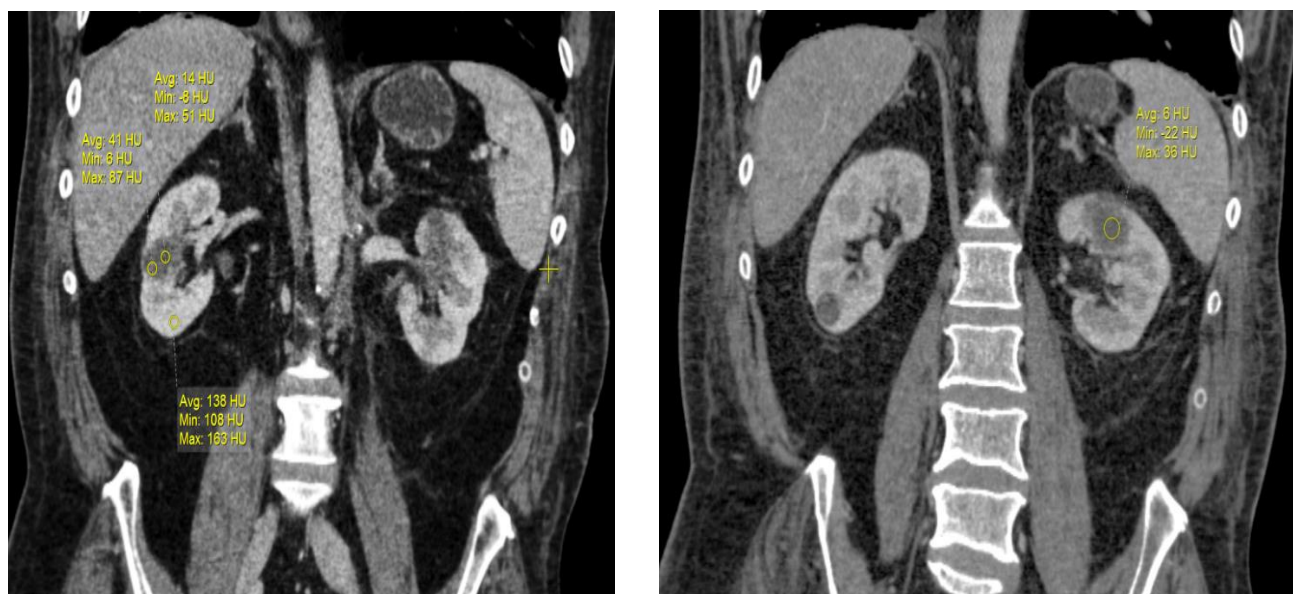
Метастазы рака легкого в передне-верхнем сегменте левой почки, передне-нижнем сегменте правой почки. Компьютерная томография – корональная реконструкция, венозная фаза – определяются гиподенсные участки в левой и правой почке с пониженным накоплением контрастного вещества.
